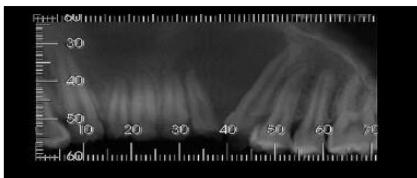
tomografia computadorizada de feixe cônico, observou-se uma imagem hipodensa, de forma ovalada, delimitada unicística entre as raízes dos elementos 22 e 23.
